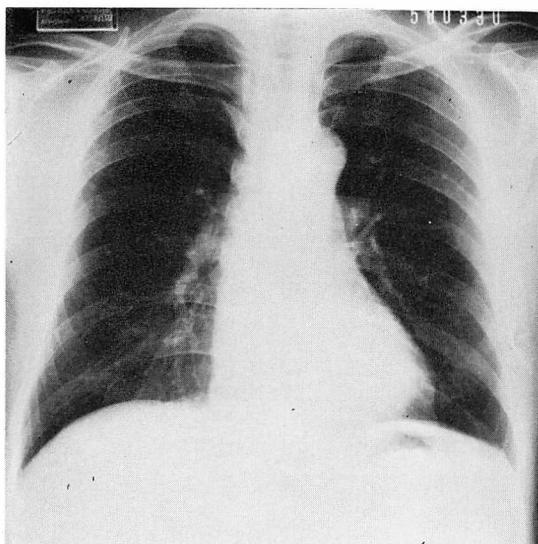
Chest radiograph (Case 2: M.K., 65-y, man).
